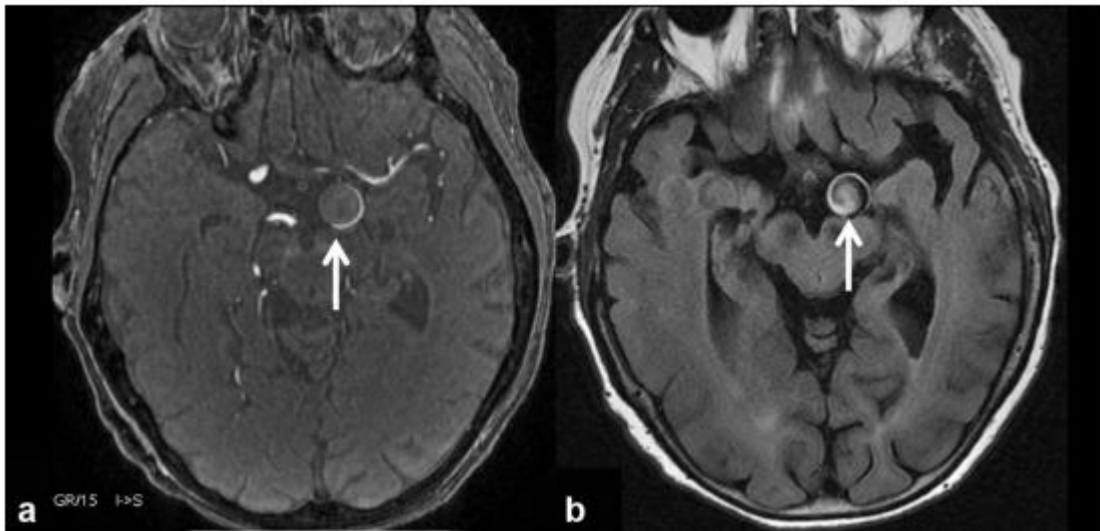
Défaut de visualisation du sac anévrismal en ARM temps de vol. Patiente de 77 ans, présentant un anévrisme sacciforme symptomatique du segment P1 de l'artère cérébrale postérieure gauche. On note l'absence d'hypersignal homogène du sac anévrismal sur les coupes natives d'ARM temps de vol (a), pouvant suggérer une thrombose partielle. Signal hétérogène du sac en FLAIR (b) [77].
